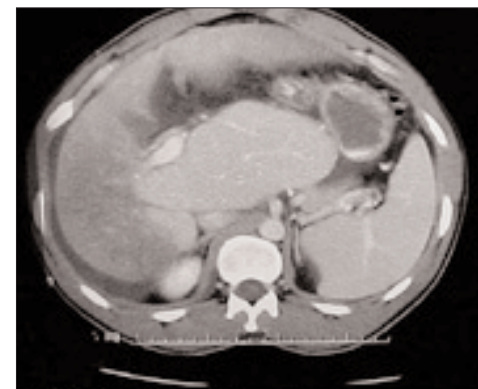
Синдром Бадда-Киари. Гипертрофия хвостатой доли (томограмма)
